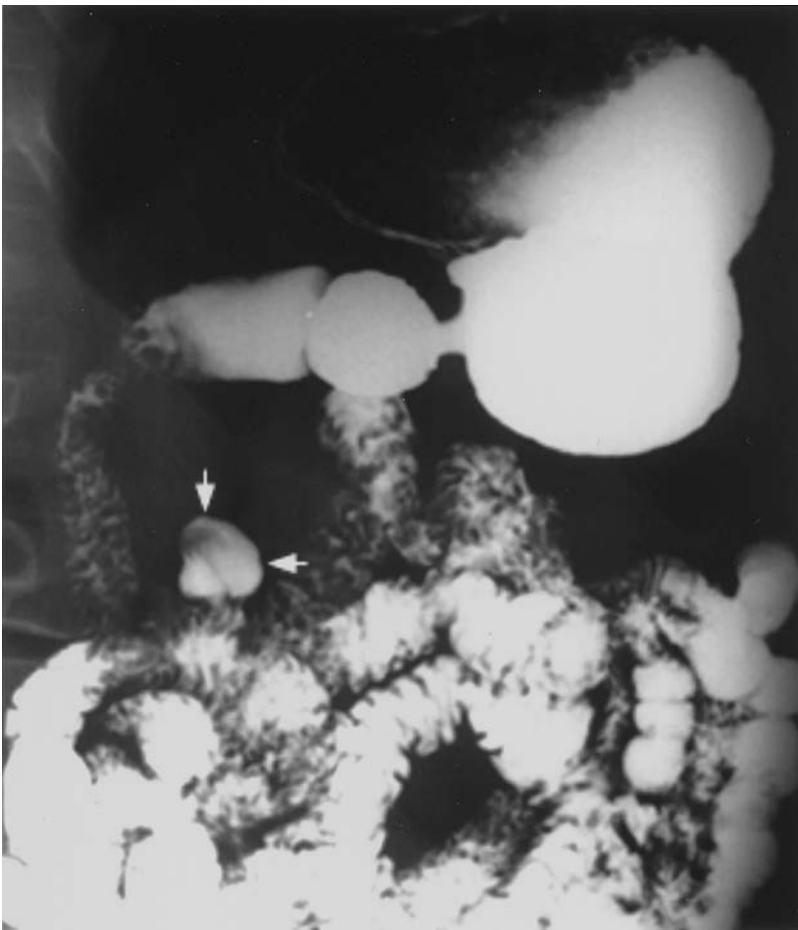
Divertículo duodenal. Esta radiografía de contraste muestra el divertículo duodenal (*flechas*) que se extiende internamente a la cabeza del páncreas.
